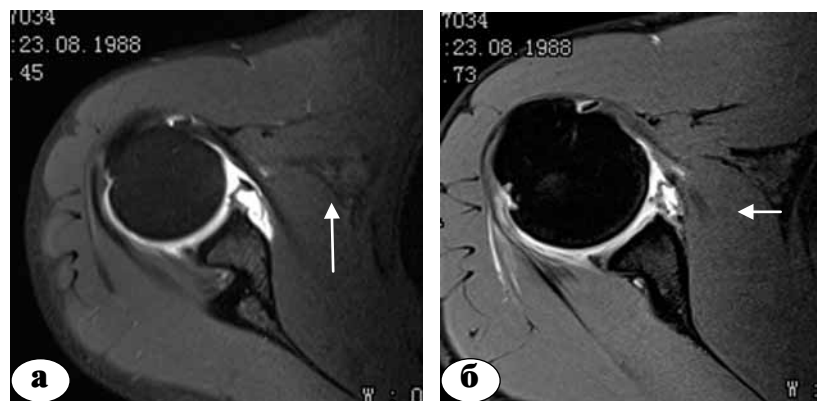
Прямая МР-артрография пациента О., поперечное сканирование на уровне средней и нижней суставно-плечевых связок капсулы. На томограммах видно распространение контрастного вещества на переднюю поверхность шейки лопатки: а – отслойка капсулы и периоста шейки лопатки, потеря костной массы переднего края суставного отростка лопатки; б – рецидив разрыва ткани связок капсулы переднего отдела сустава
